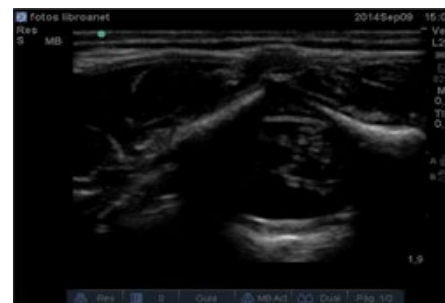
Imagen de ultrasonido de la médula en eje transverso.
